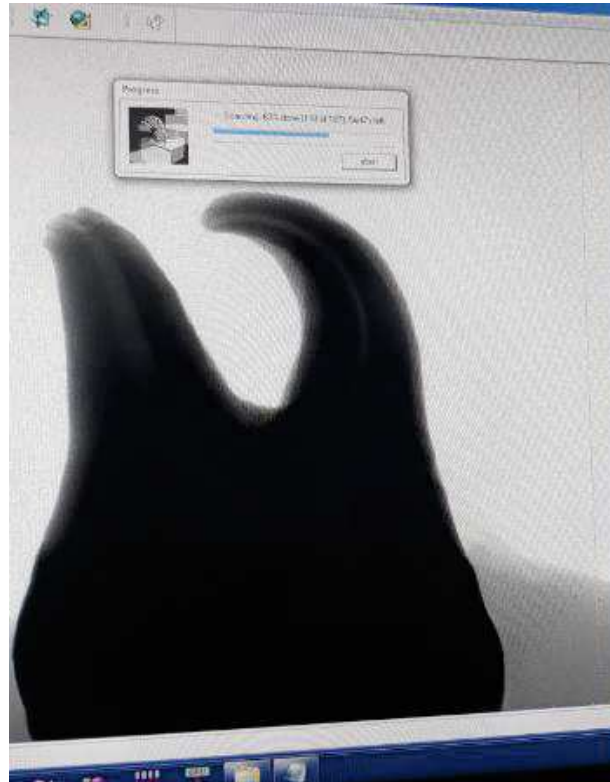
Imagem de RX produzida pela micro-CT
